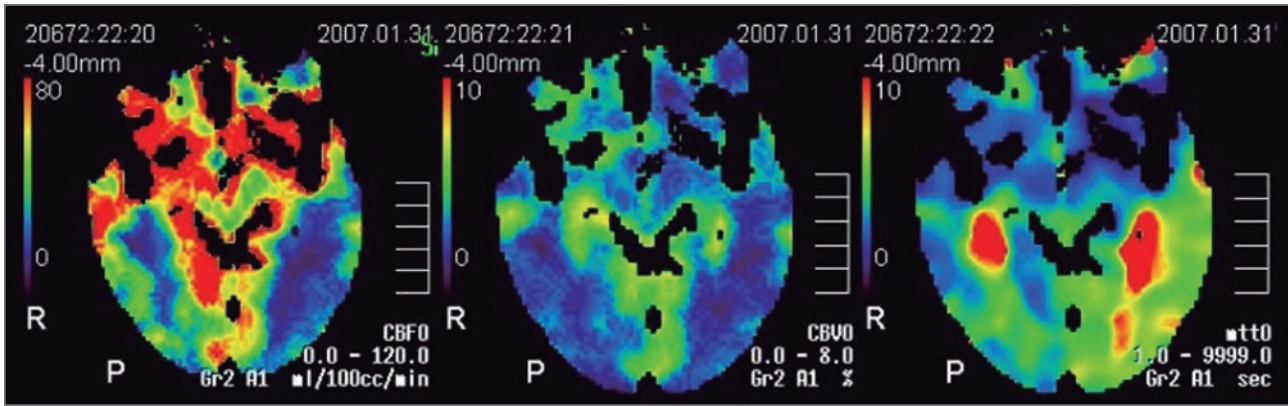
Tomografía computarizada (TC) craneal de perfusión. Hipoperfusión temporo-parieto-occipital izquierda en un caso de síndrome de cefalea y déficits neurológicos transitorios con linfocitosis de líquido cefalorraquídeo (HaNDL). En el estudio con angio-tomografía craneal no se detectaron alteraciones (fuente: Rodríguez Cruz, et al., 2011²⁷).
